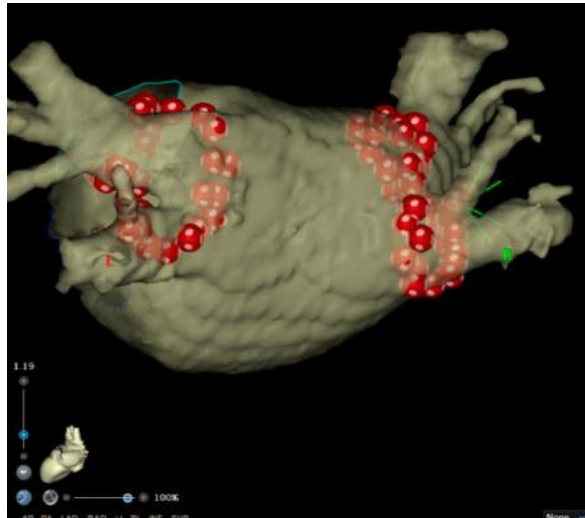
Imagen de la pared posterior de la aurícula izquierda y las cuatro venas pulmonares visualizada por TAC. Los círculos rojos corresponden a aplicaciones de radiofrecuencia.
